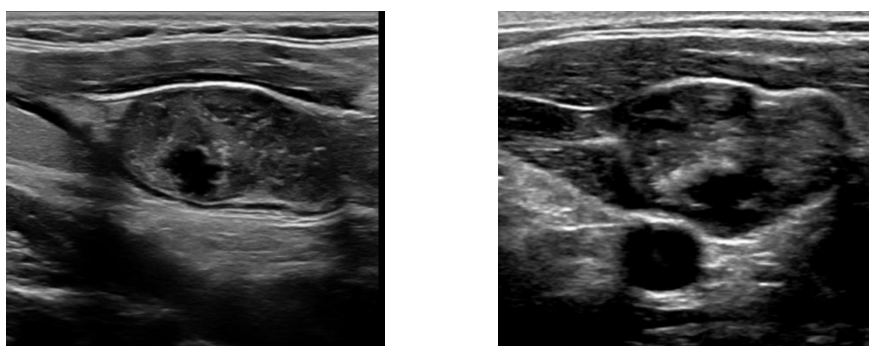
УЗИ щитовидной железы пациентки П. (В-режим).
